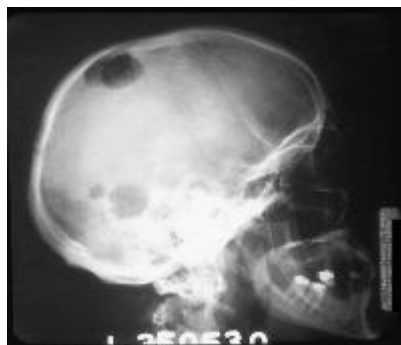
Radiografia de um crânio revelando uma lesão lítica típica no Mieloma Múltiplo. Adaptado de Grethlein S, Thomas L. Multiple Myeloma. Medscape CME: Emedicine Specialties from WebMD. 2008 Outubro.
